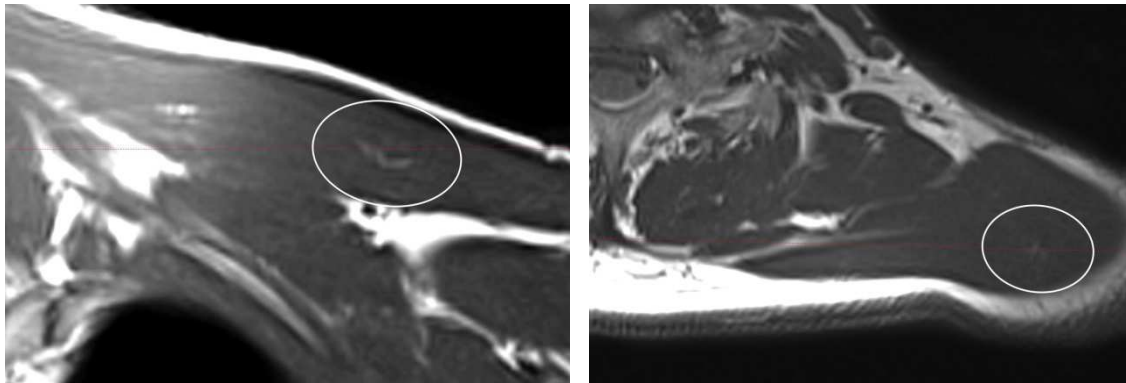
Myofasziale Triggerpunkte im Musculus trapezius in der MRT [13]
